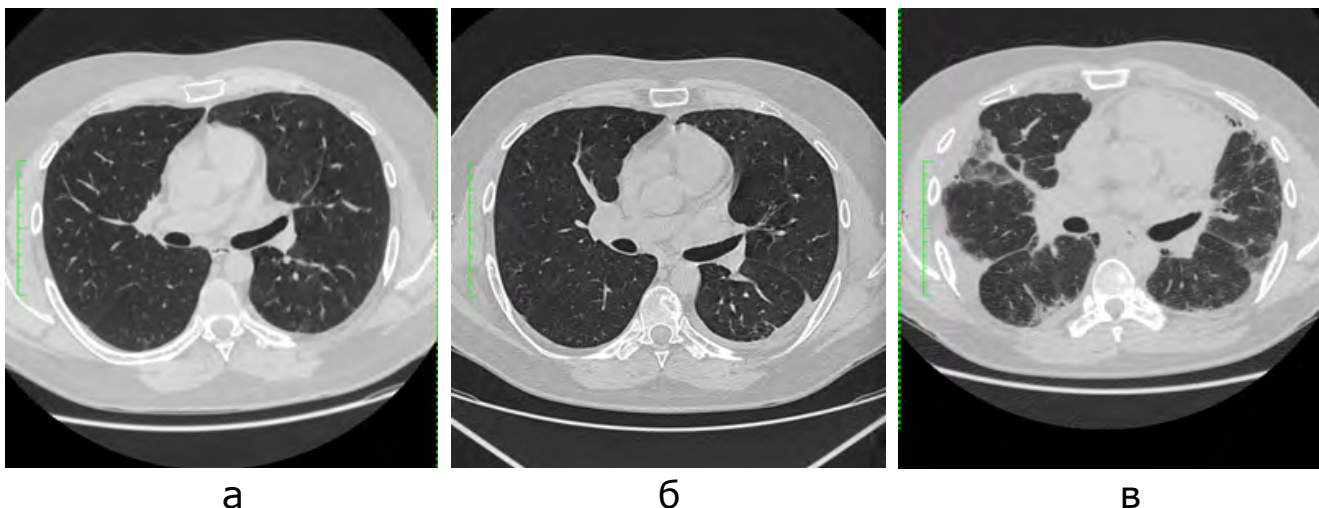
МСКТ ОГП аксиальные сканы на уровне бифуркации трахеи (а-исходное сканирование, б-динамика через 3 года, в-динамика через 5 лет). Трансформация картины неопределенной ОИП (ранняя) в дебюте заболевания в КТ-паттерн НСИП с формированием грубого пневмофиброза у пациента с ССД.
